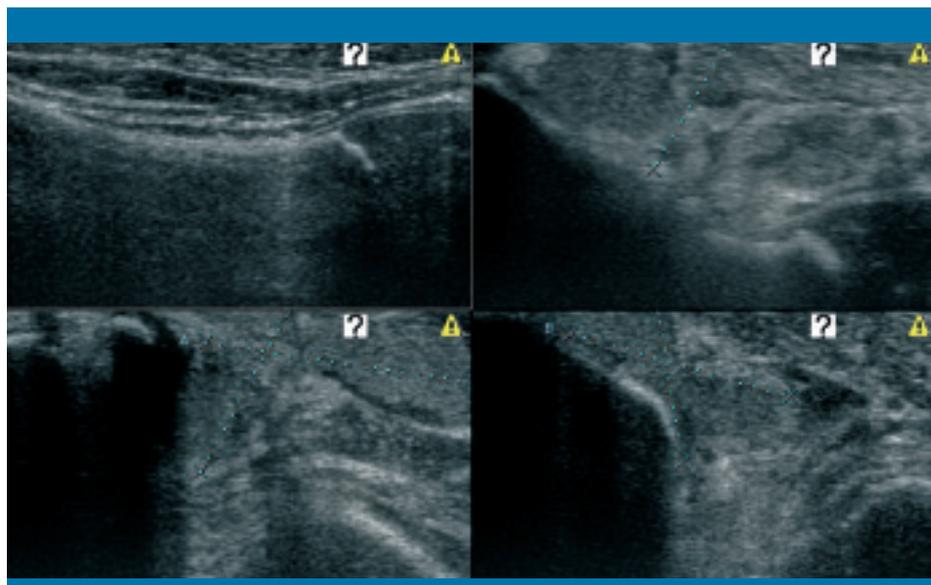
Ecografía de cadera y partes blandas (glúteo y muslo)
